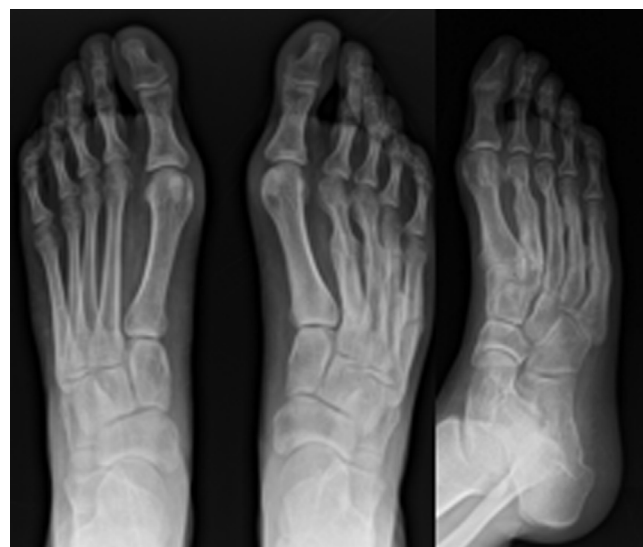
Radiografías finales (14 meses).
